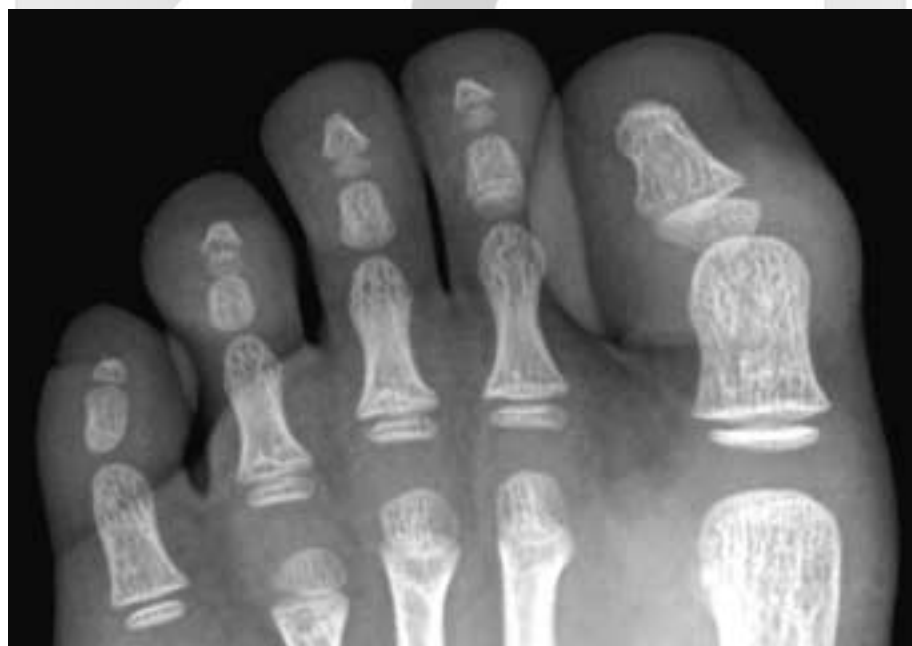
Anterior-posterior view of plain radiograph showing 3 ossicles on 5th toe in a 4 year-old-boy. Epiphyseal ossification centers are seen in each proximal phalanges, which are not fused with shaft bone.
